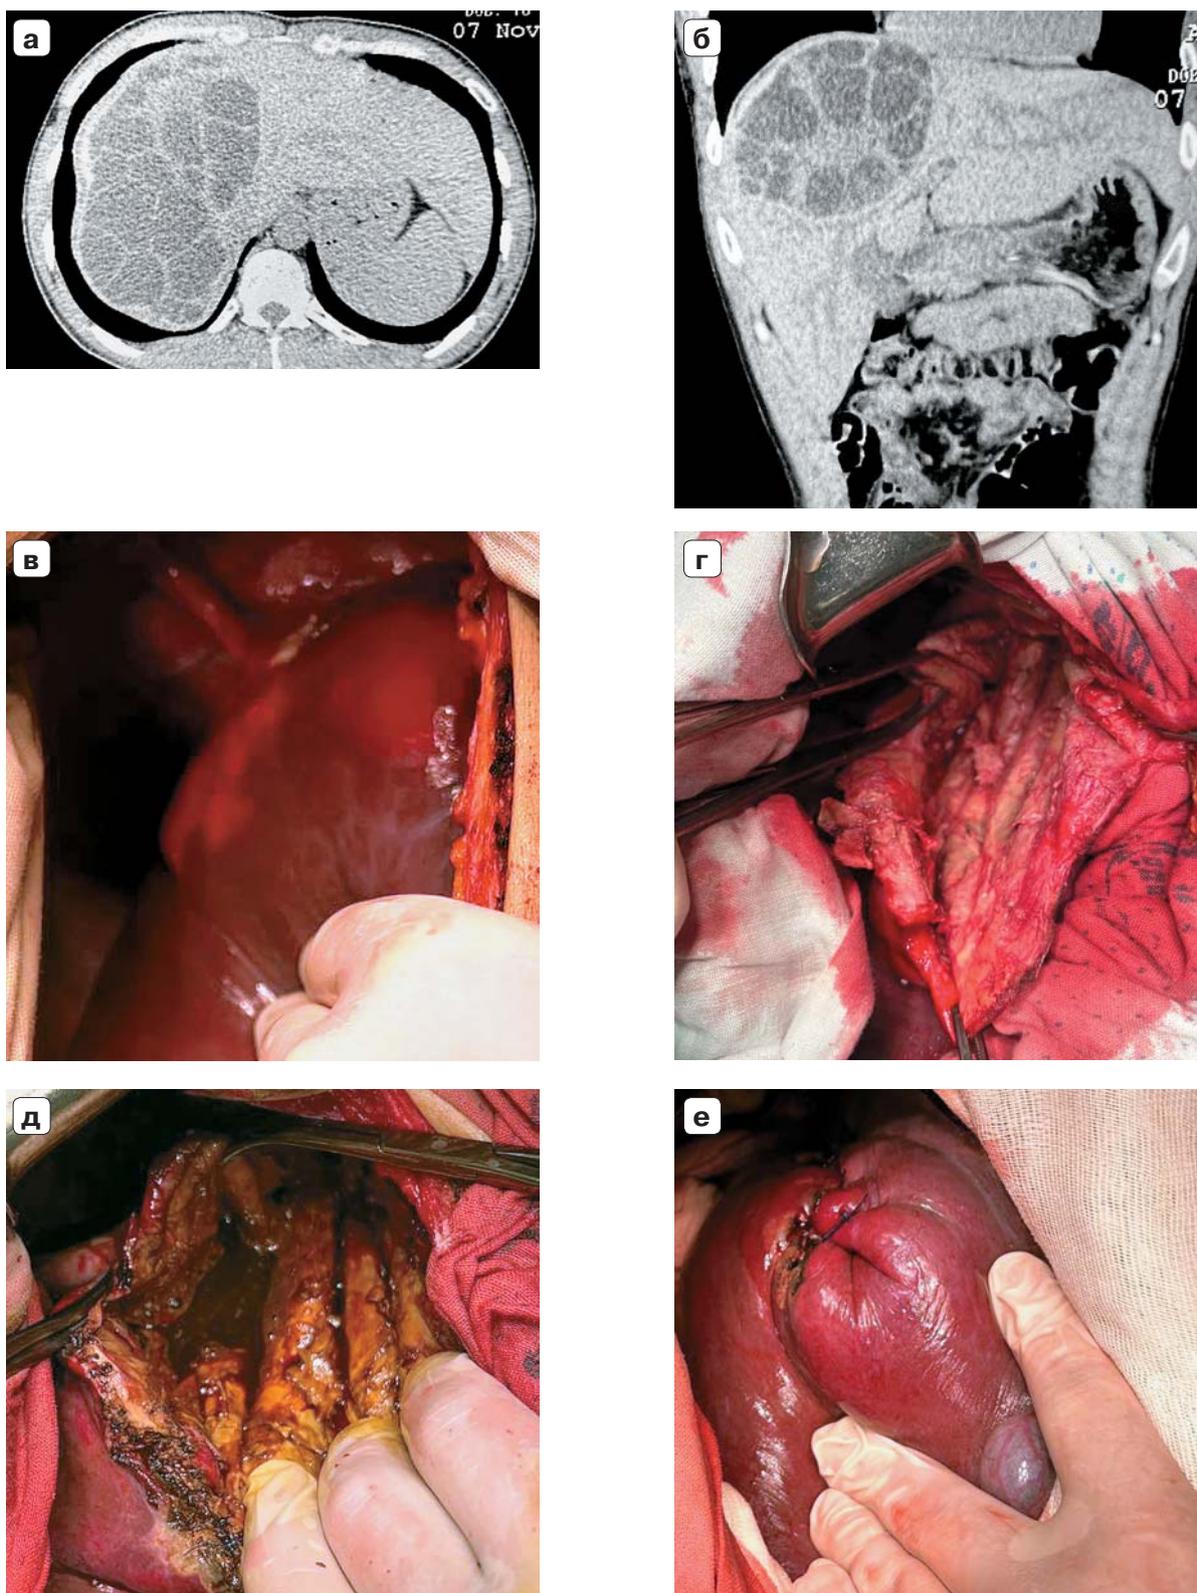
Гигантская ЭК печени с ригидной капсулой: а – компьютерная томограмма, аксиальная проекция; б – компьютерная томограмма, фронтальная проекция; в – интраоперационное фото, вид на поверхности печени; г – интраоперационное фото, внутренняя поверхность ригидной фиброзной капсулы; д – интраоперационное фото, вид после обработки фиброзной капсулы лазером, препаратами ФарГАЛС и НЕМОВЕН; е – интраоперационное фото, вид после полного ушивания фиброзной капсулы.
